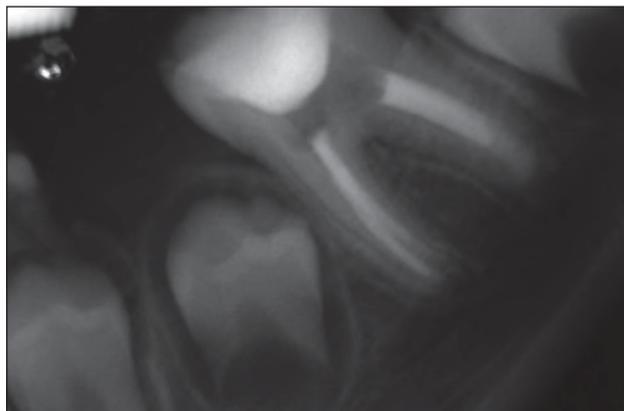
Radiografía de control a los 10 meses.
